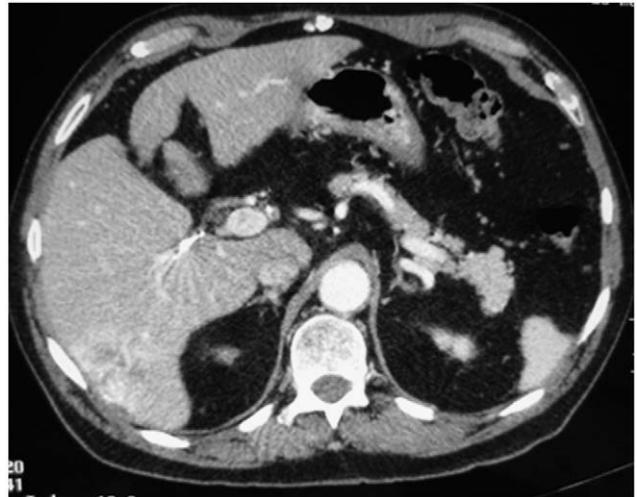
TC de control a las 4 semanas posquimioembolización, donde se observa la necrosis del tumor y la zona con isquemia arterial (segmentos VI y VII).
